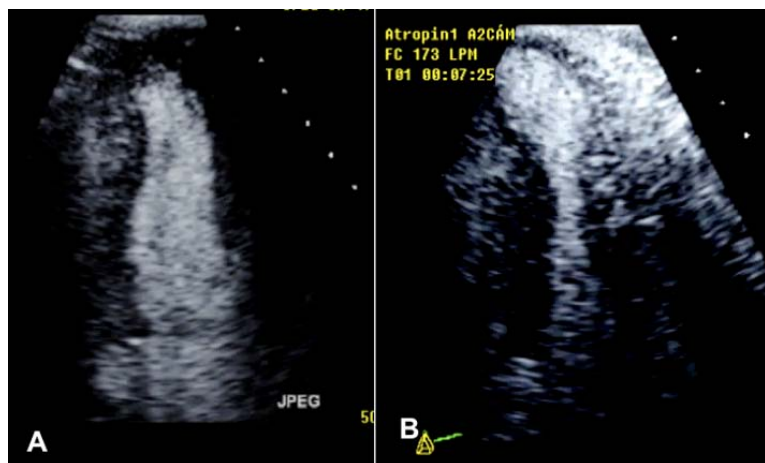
Ecocardiografía de estrés plano apical 2C en sístole: (A) En reposo. (B) En pico de estrés que muestra aquinesia apical
